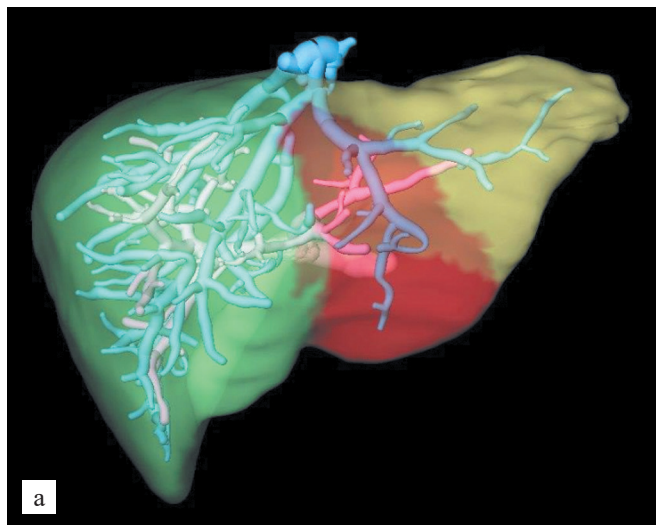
3D-реконструкция печеночных вен (синий цвет) и ветвей воротной вены (розовый цвет) на основе 2D КТ-снимков: а – целая печень; б – 2-й сегмент
